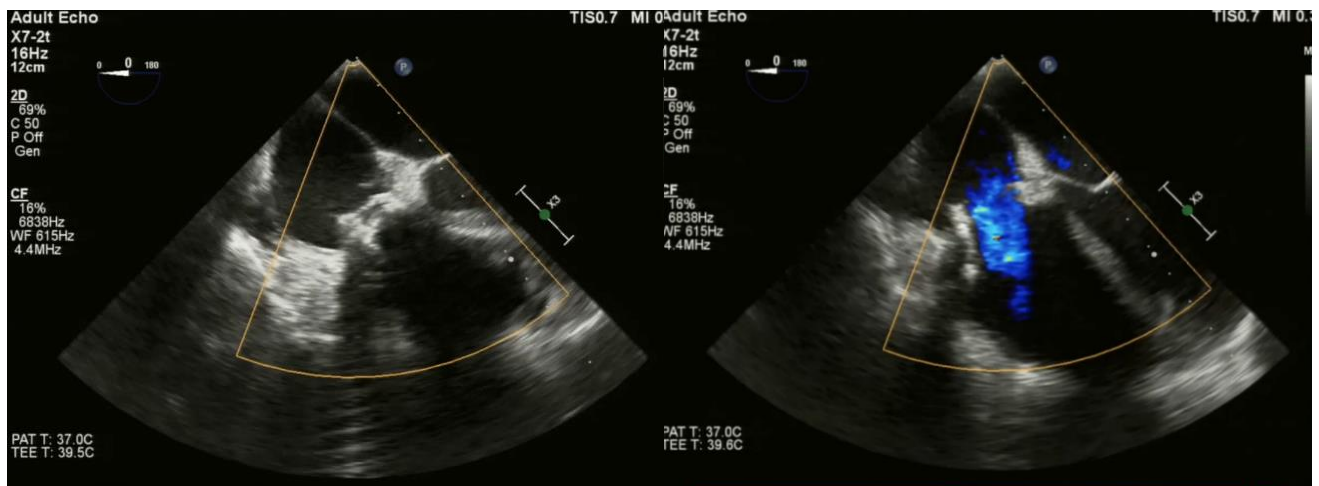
Трансторакальная эхокардиография на 5 сутки после вмешательства
